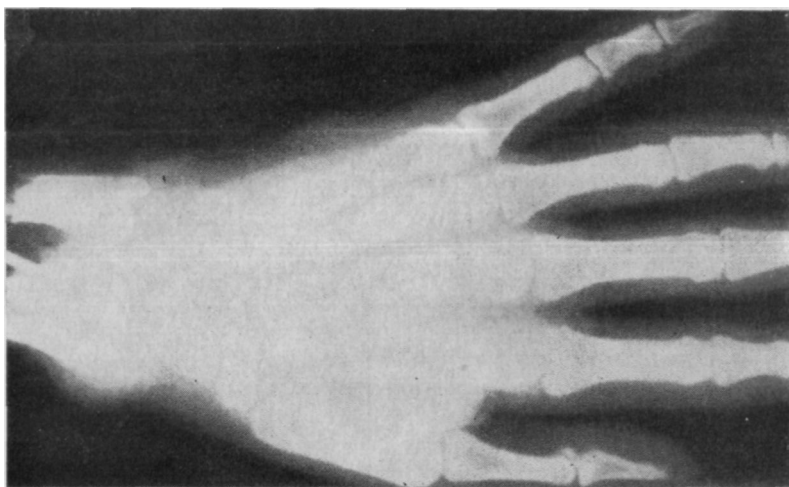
Рентгенограмма ампутированной руки на уровне дистальных концов лучевой и локтевой костей (тот же больной, что на рис. 9.31).
